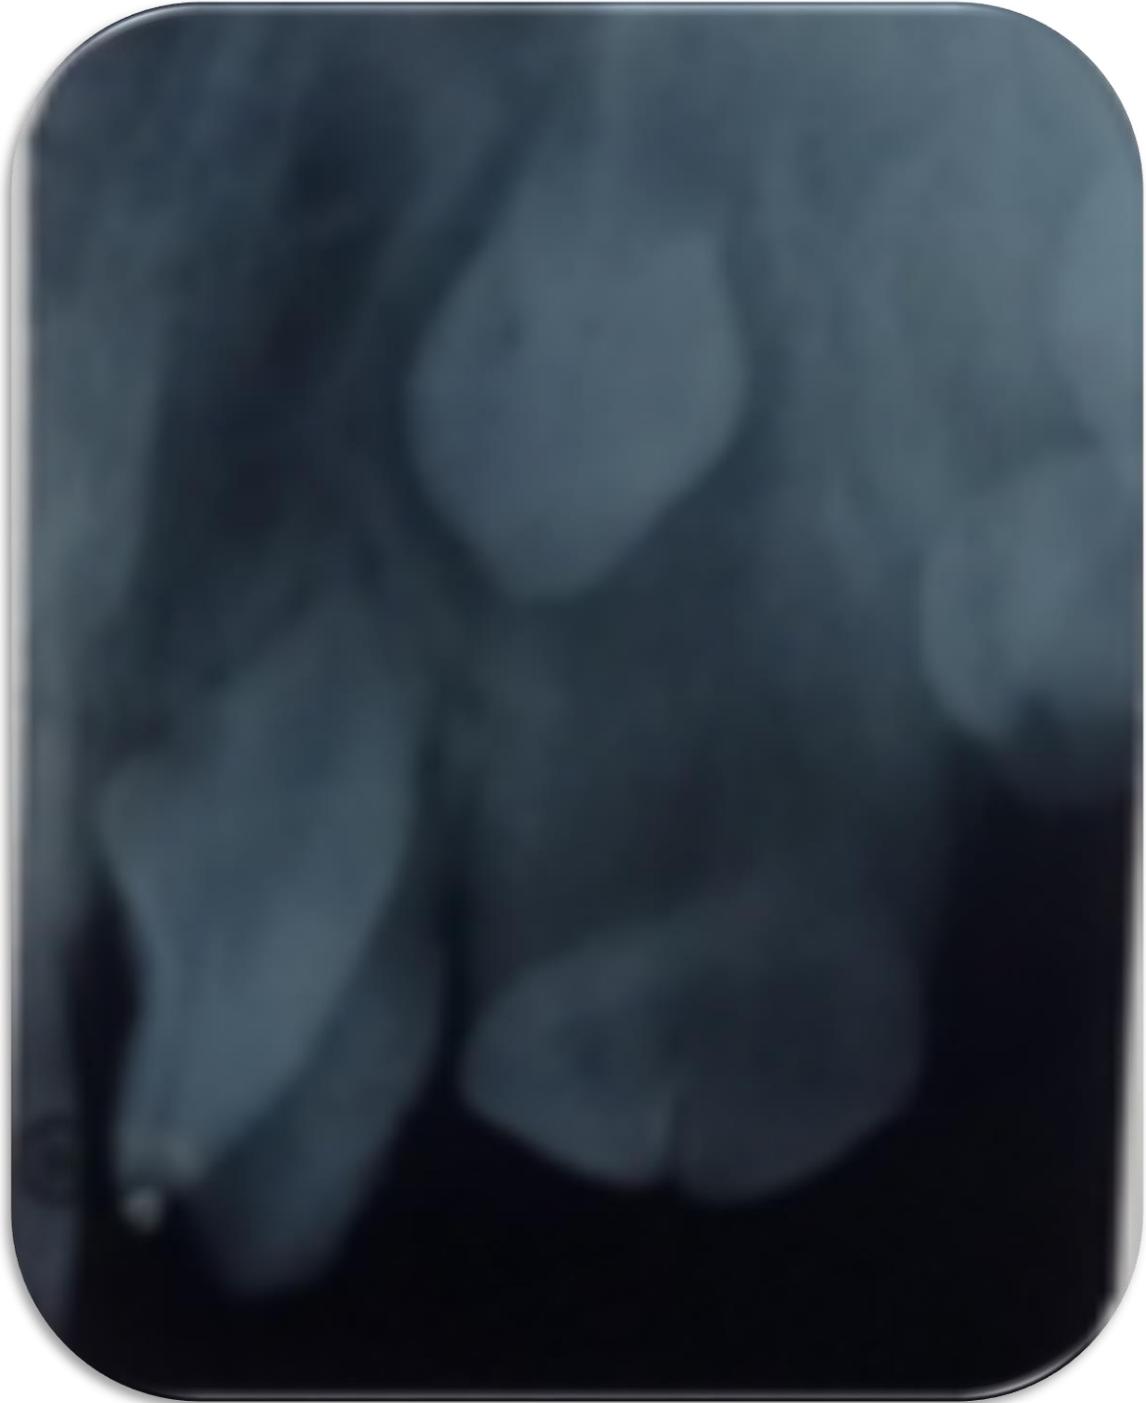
Periapical.Od.23 con aspecto de macrodontia, fusión y aparente translocación de Od. 62 y 63
